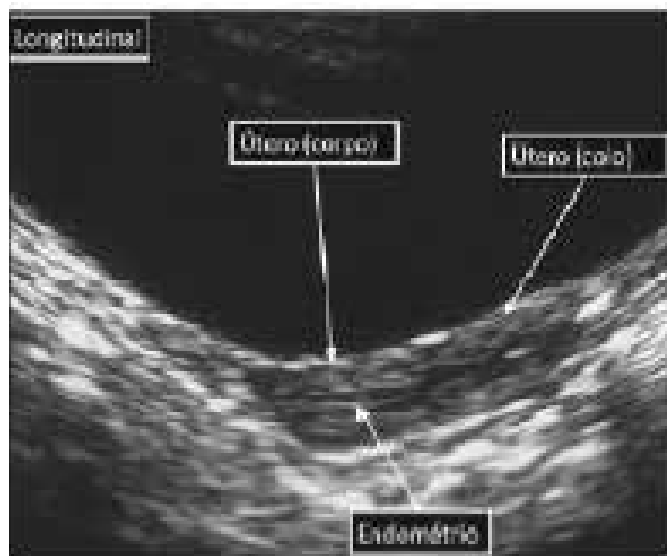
Ultrassonografia pélvica em plano longitudinal de útero pré-pubere. O útero tem uma aparência tubular. O endométrio geralmente não é aparente, mas é possível em alguns momentos a sua identificação com o uso de transdutores de alta frequência. (Fonte: GAREL et al, 2001).
